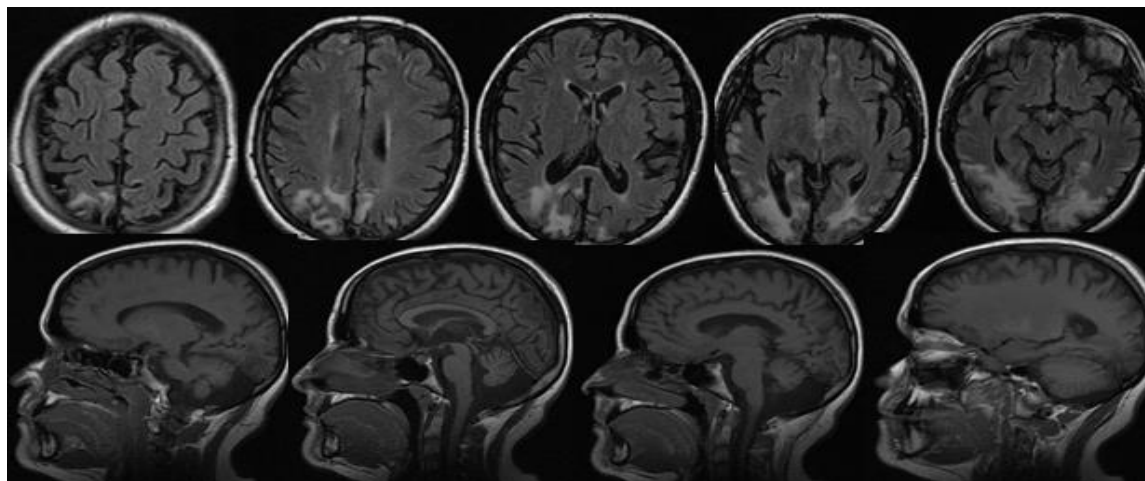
RM cerebral: Áreas de hiperintensidad de señal en secuencias T2 en región cortical y subcortical parietooccipital bilateral, de predominio derecho, compatibles con lesiones crónicas en relación con cambios glióticos pseudoisocitales en relación con su enfermedad de MELAS. Condiciona retracción de la asta occipital derecha(a-e)
